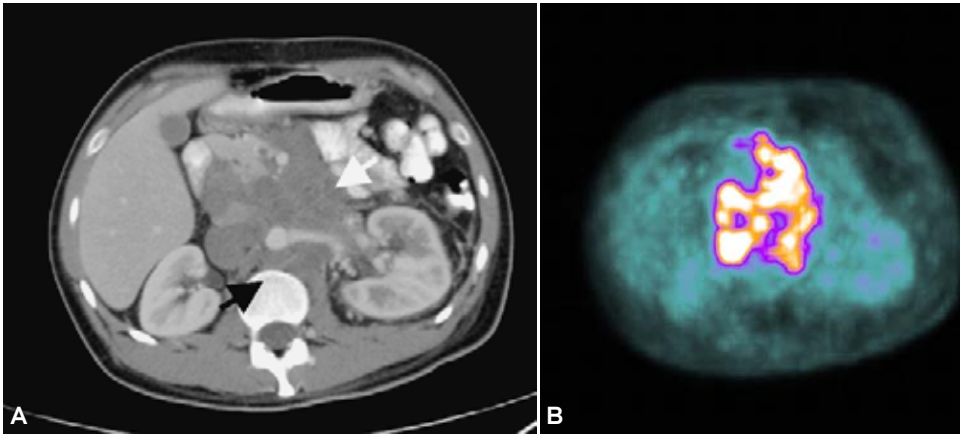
Tumor seminomatoso derecho. A) TC con contraste IV. En donde se observa un conglomerado ganglionar retroperitoneal con compromiso de los vasos renales y mesentéricos. B) Imagen de PET con importante actividad metabólica (Cortesía Dr. E. Kimura. CT Scanner Sur, México, D.F.).
